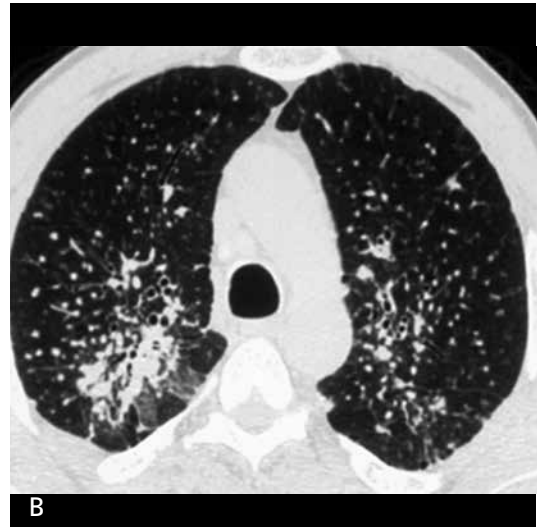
A, B. (A) Silikozis tanılı olguda ağırlıklı olarak üst loblarda yerleşen, değişen boyutlarda, keskin konturlu nodüller izlenmekte. (B) BT'de nodüllerin izlenme örneği perilenfatik nodüler yerleşim olarak tanımlanmakta.
